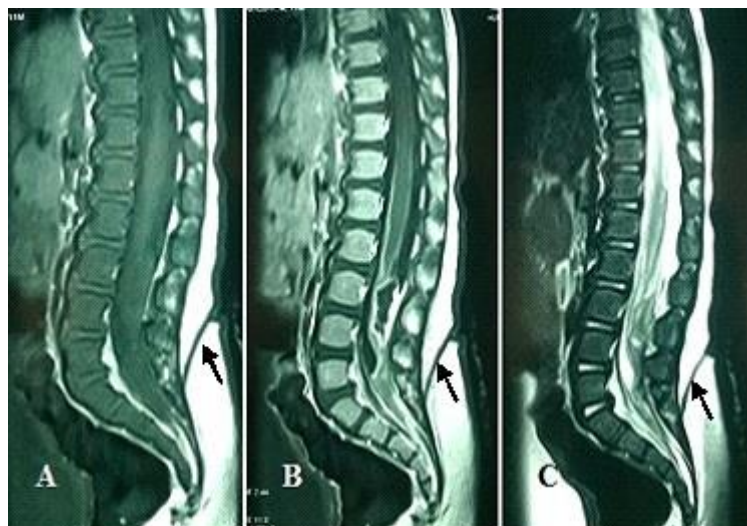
IRM lombaire, T1 sans (A) et avec gadolinium (B), T2 (C) ; Une moelle attachée basse, avec un abcès intra dural et un sinus dermique (flèches).
